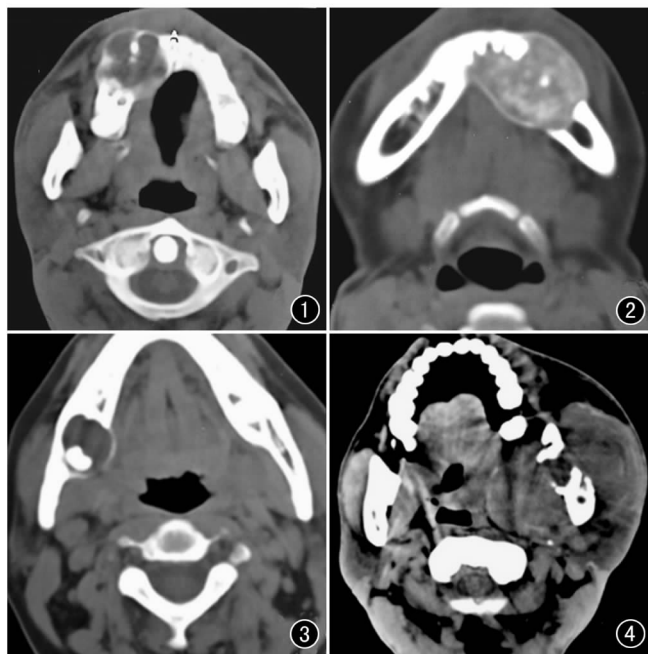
右上颌骨造釉细胞瘤。CT 示肿瘤内见分隔,边缘呈分叶状,边界清楚。图 2 左上颌骨骨化性纤维瘤。CT 示骨密度增高,内见多发斑点状高密度影。图 3 右下颌骨含牙囊肿。CT 示右下颌骨有一囊状病灶,边缘光整,壁菲薄,内见一牙齿影。图 4 左下颌骨鳞癌。CT 示左下颌骨明显骨质破坏伴巨大软组织肿块,邻近脂肪间隙变窄,并见肿瘤侵及翼外板。
